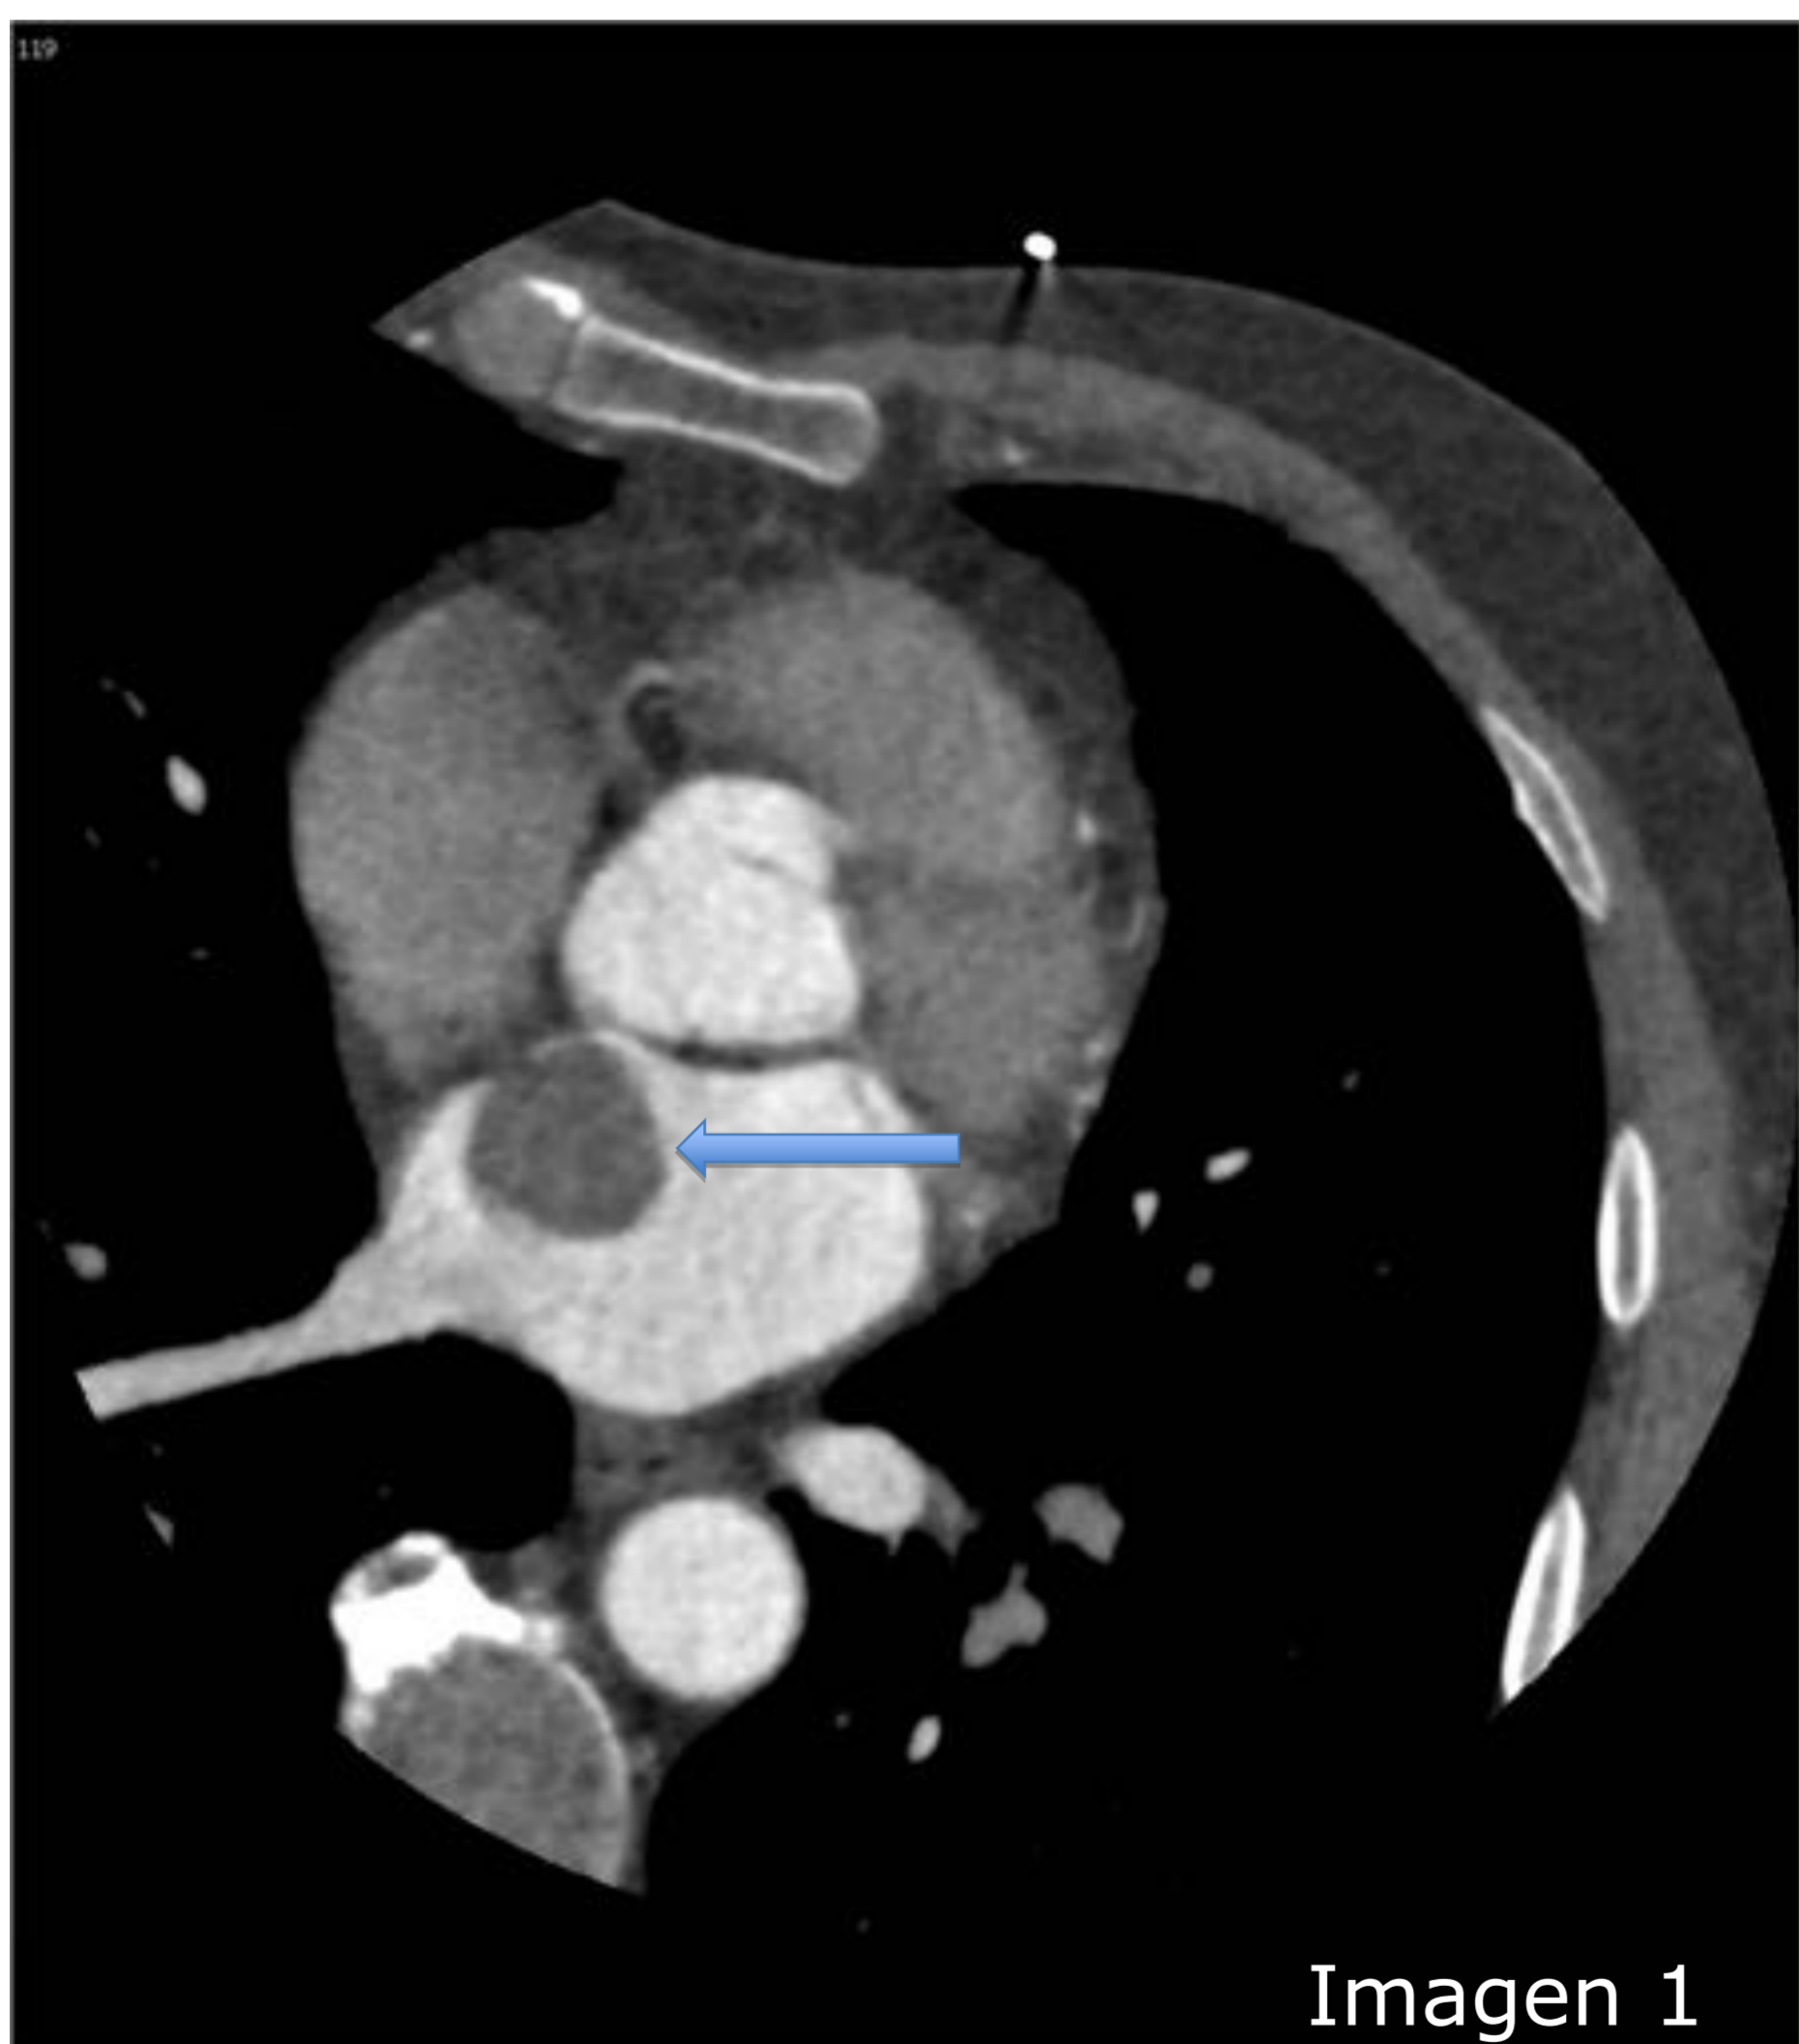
Masa bien delimitada en estudio por TC, localizada en la AI y adherida al septo por un pedículo. No presenta realce tras la administración de CIV en relación con mixoma.
